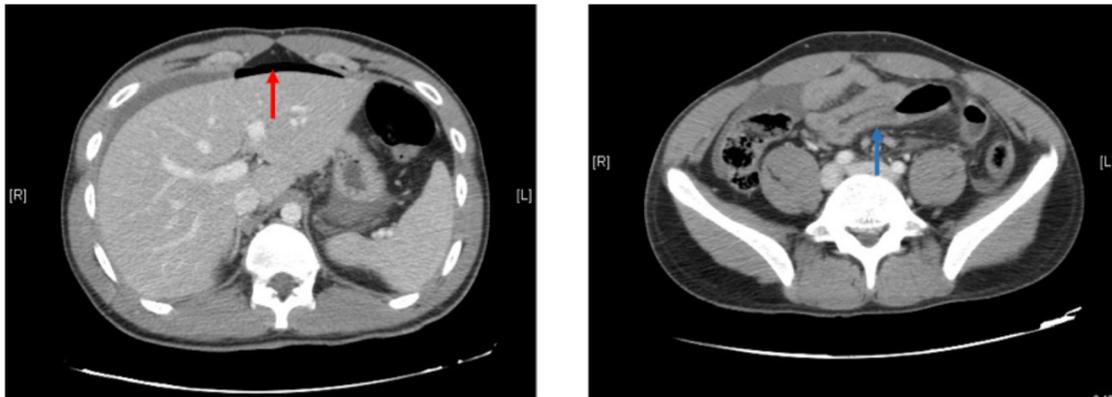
Tomografía computerizada en la que se observa moderada cantidad de líquido libre peritoneal y neumoperitoneo perigástrico (flecha roja). Engrosamiento del peritoneo parietal y engrosamiento generalizado de la pared de las asas intestinales (flecha azul).
